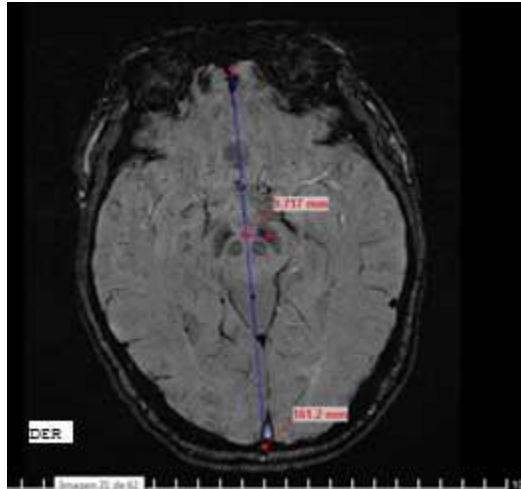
Estudio de IRM cerebral (1,5T), corte axial con técnicas de ponderación, preoperatorio para planificación quirúrgica.
